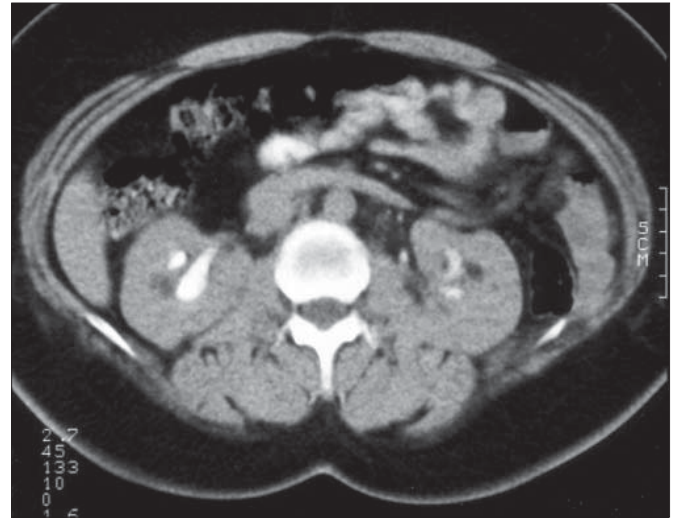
The postoperative CT after contrast dye administration of the abdomen demonstrates small foci of angiomyolipoma in bilateral kidneys and both kidneys are functional as well..
